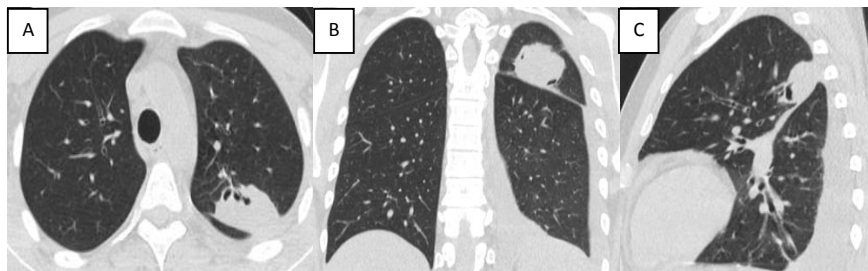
Больной Г, 25 лет. КТ ОГК. А – аксиальный, В – коронарный, С- сагиттальный срезы. В S1-2 левого легкого определяется уплотнение неправильной округлой формы с четкими неровными контурами, прилежащее к костальной и междолевой плеврам, размерами 48х27х37 мм, на фоне которого прослеживаются участки разрежения неправильной формы, вероятно, за счет деформированных расширенных бронхов (не исключаются участки деструкции). Междолевая борозда слева утолщена. В плевральной полости слева жидкость, толщина слоя до 33 мм. В полости перикарда жидкость, толщина слоя до 8 мм. Изменения были расценены как пневмония с возможной деструкцией.
